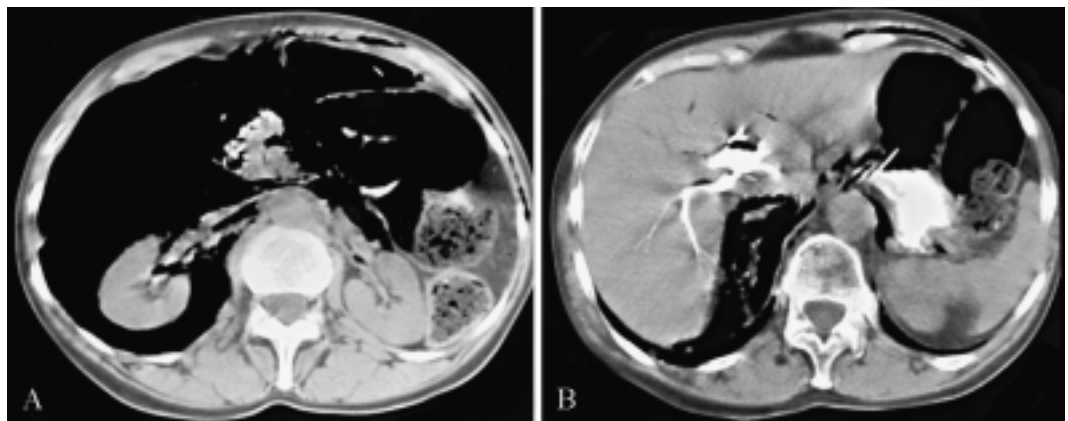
Scansione TC eseguita in corrispondenza dei quadranti superiori dell'addome: ottima visualizzazione di gas a livello del retroperitoneo che circonda le logge renali (A) e si spinge fino a livello dello sfondato costofrenico (B).
